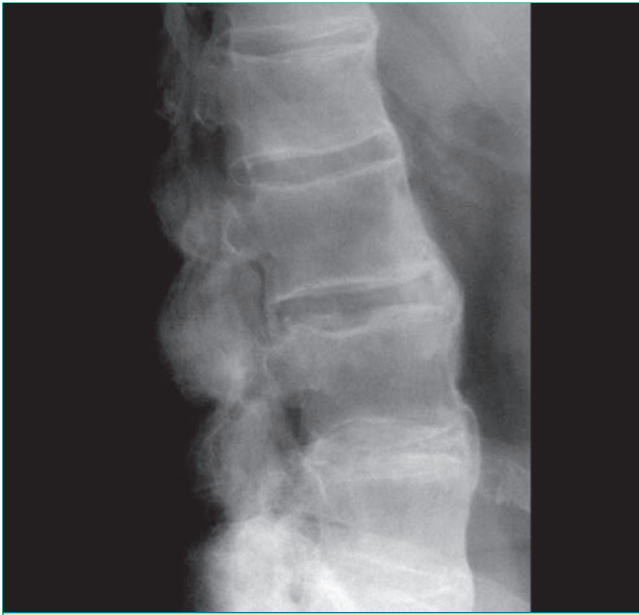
Radiografía lateral de la columna de un paciente con espondilitis anquilosante. Obsérvese cómo los osteofitos anteriores unen todas las vértebras lumbares.
